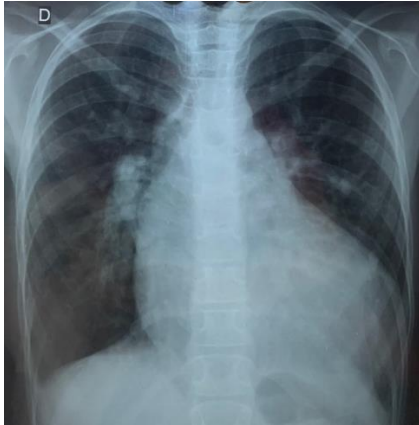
Radiographie thoracique de face montrant une cardiomégalie avec rapport cardiothoracique à 0,69
